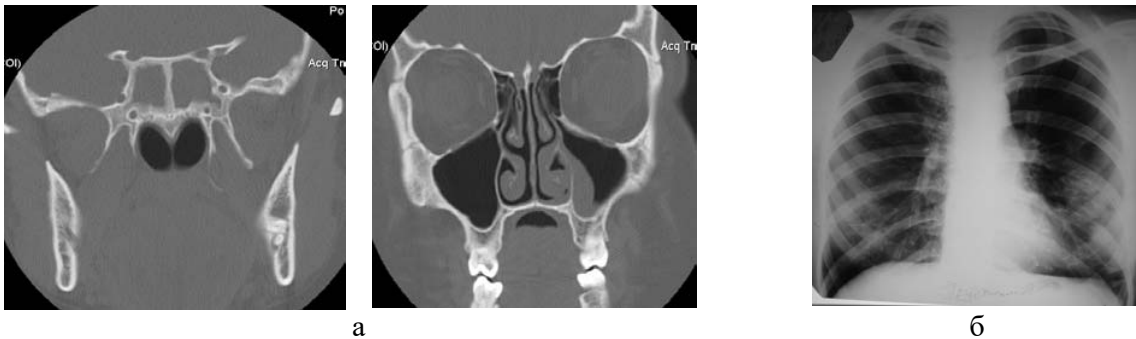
Больная П. Компьютерная томограмма околоносовых пазух (а). Обзорная рентгенограмма ОГК (б).
